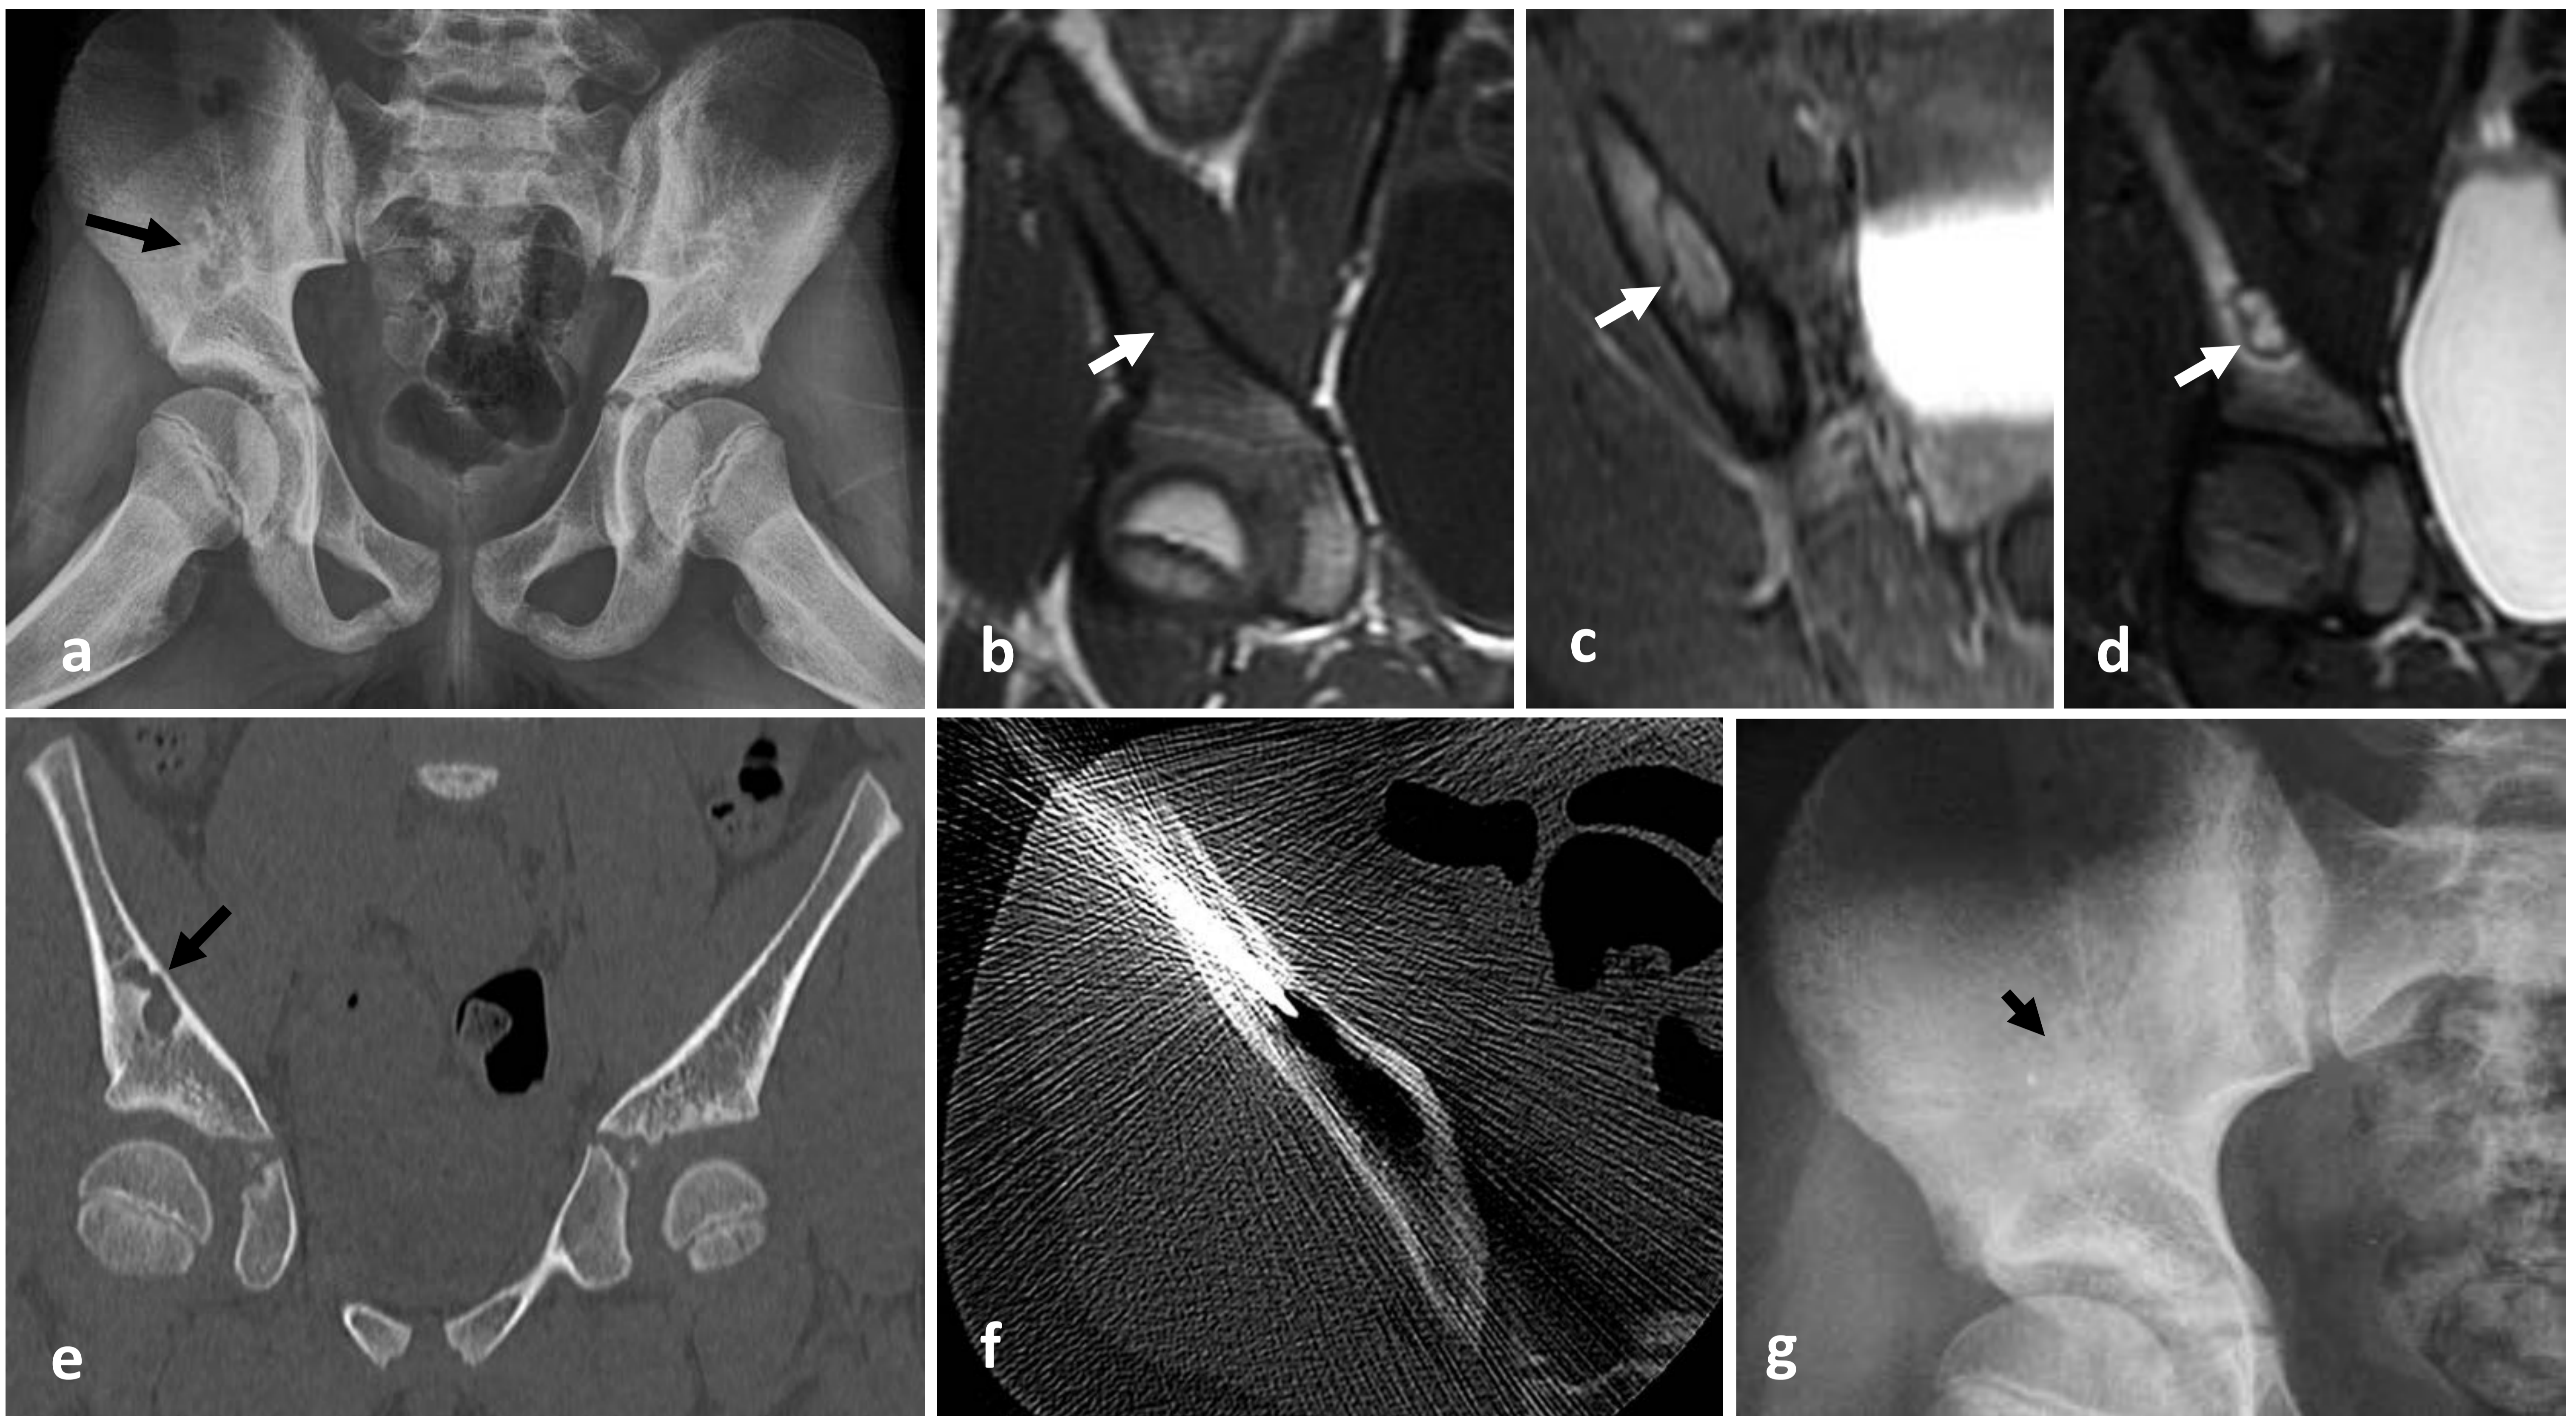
Niña de 9 años con dolor en región inguinal derecha. Se realizó ecografía de cadera, que no mostró hallazgos patológicos. (a) RX de axial de caderas. Lesión lítica en pala ilíaca derecha (*flecha*) polilobulada de bordes esclerosos. (b, c, d) RM de pelvis, imágenes potenciadas en T1 coronal, T1 con saturación grasa y contraste axial, y STIR coronal. Lesión ósea (*flecha*) con borde escleroso lineal, con discreto edema óseo adyacente y que realza levemente tras contraste. (e) TC de pelvis, ventana de hueso, coronal. Lesión lítica de bordes esclerosos bien definidos, con adelgazamiento cortical, sin reacción perióstica. (f) Biopsia ósea guiada por TC de la lesión, con resultado sugestivo de displasia fibrosa. (g) RX de control a los 7 meses, observando esclerosis progresiva de la lesión en su vertiente superior (*flecha*).
